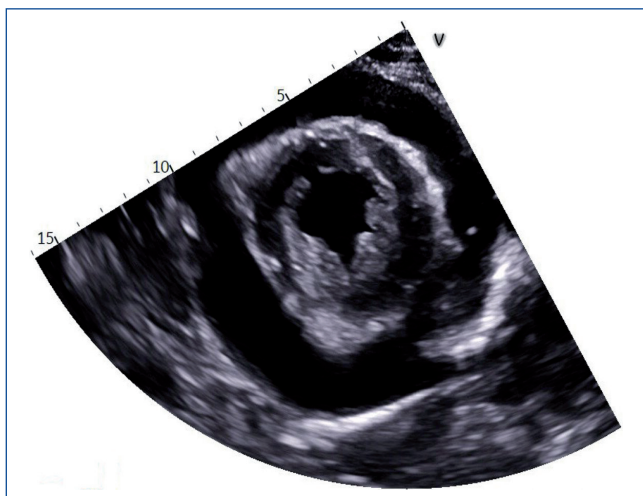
Echocardiogram showing pericardial effusion.
